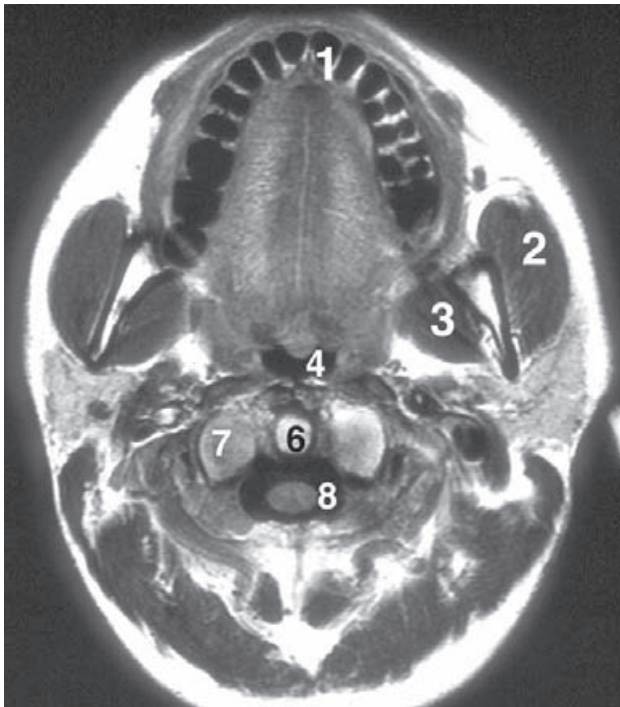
RM axial de la cabeza. 1) Reborde alveolar del maxilar. 2) Músculo masetero. 3) Músculo pterigoideo medial. 4) Faringe. 5) Lengua. 6) Apófisis odontoides. 7) Masas laterales del atlas. 8) Médula espinal.
